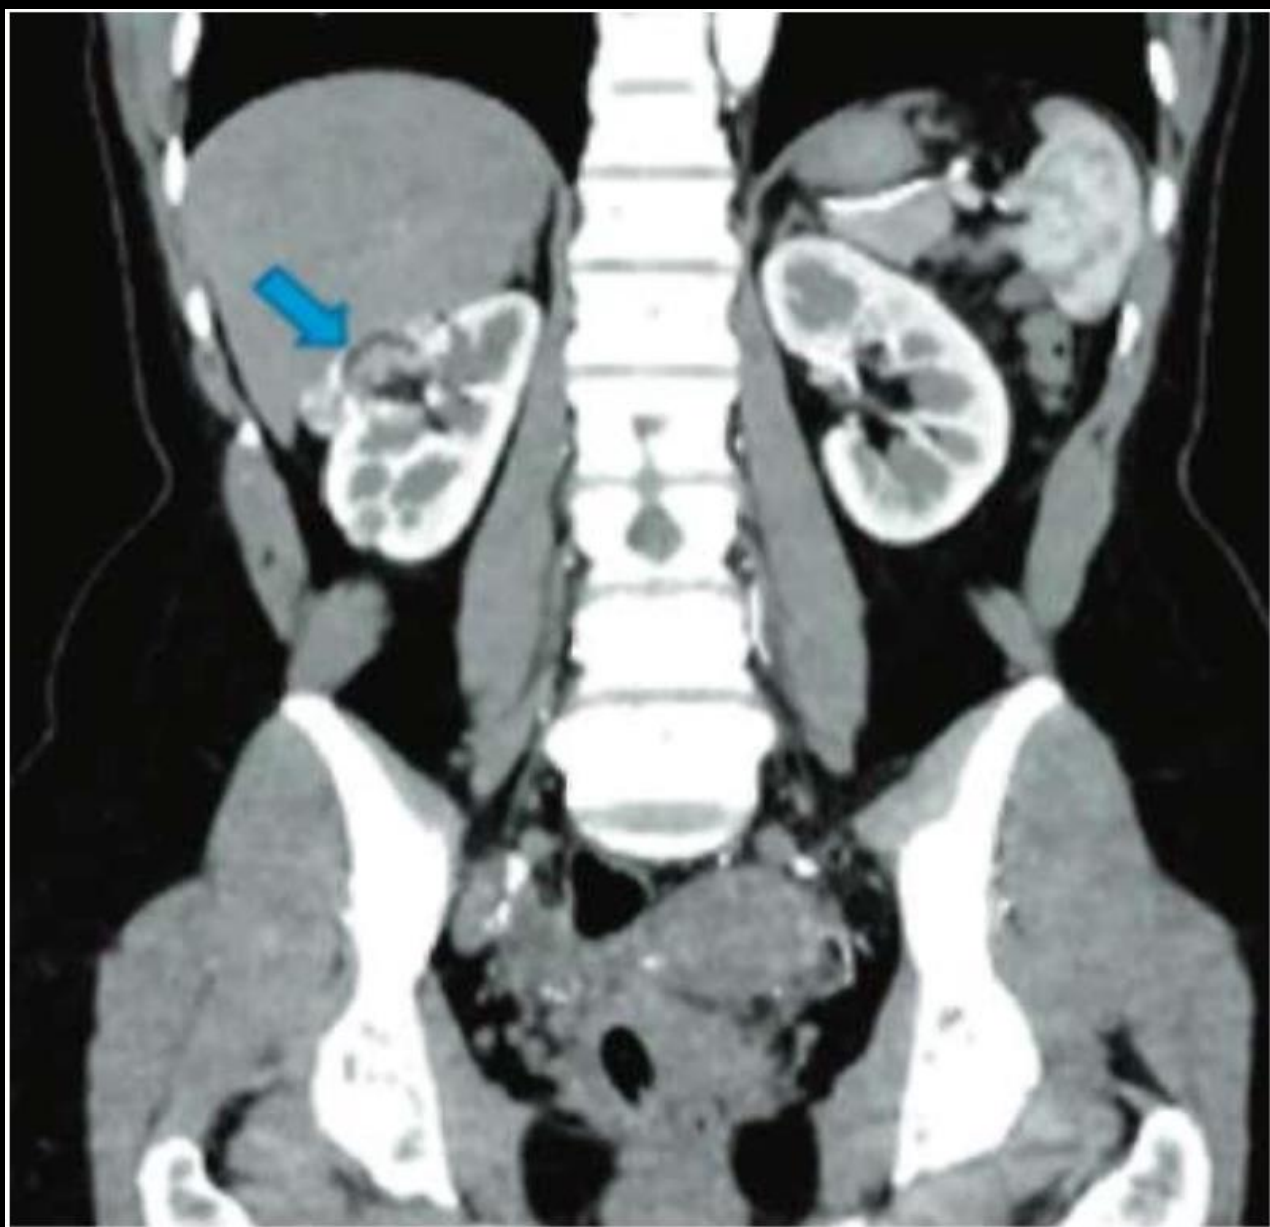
Компьютерная томограмма (опухоль правой почки)(Атлас по урологии: от симптомов к диагнозу)
